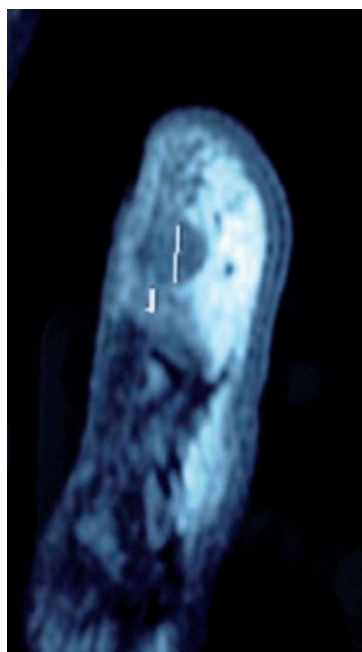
Resonancia magnética de un tumor glomus. Se observa hipointensidad de la señal en T2.
